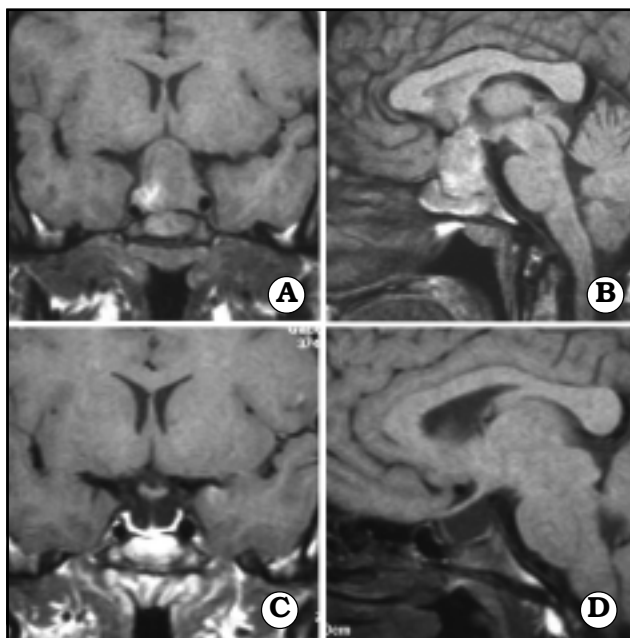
Caso 1. Paciente con diagnóstico de acromegalia y apoplejía pituitaria. A y B, RM preoperatoria. C y D, RM postoperatoria. Se realizó un abordaje endonasal transesfenoidal.
